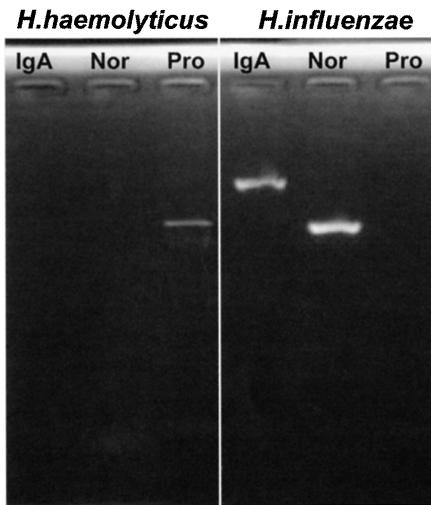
PCR primers were used to amplify 16S ribosomal DNA (rDNA) and IgA protease gene (*iga*) to distinguish *H.haemolyticus* and *H.influenzae*. The nucleotide sequence of the forward primers for the 16S rDNA was 16S-F: 5'-CTCAGATTGAACGCTGGCGGC-3' and the sequences for the reverse primers were 16S-Nor: 5'-TGACATCCTAACAGAGC-3' for *H.influenzae* and 16S-Pro: 5'-TGACATCCAT/GG/AGG/AAT/CT/CT/CT/A-3' for *H.haemolyticus*.
